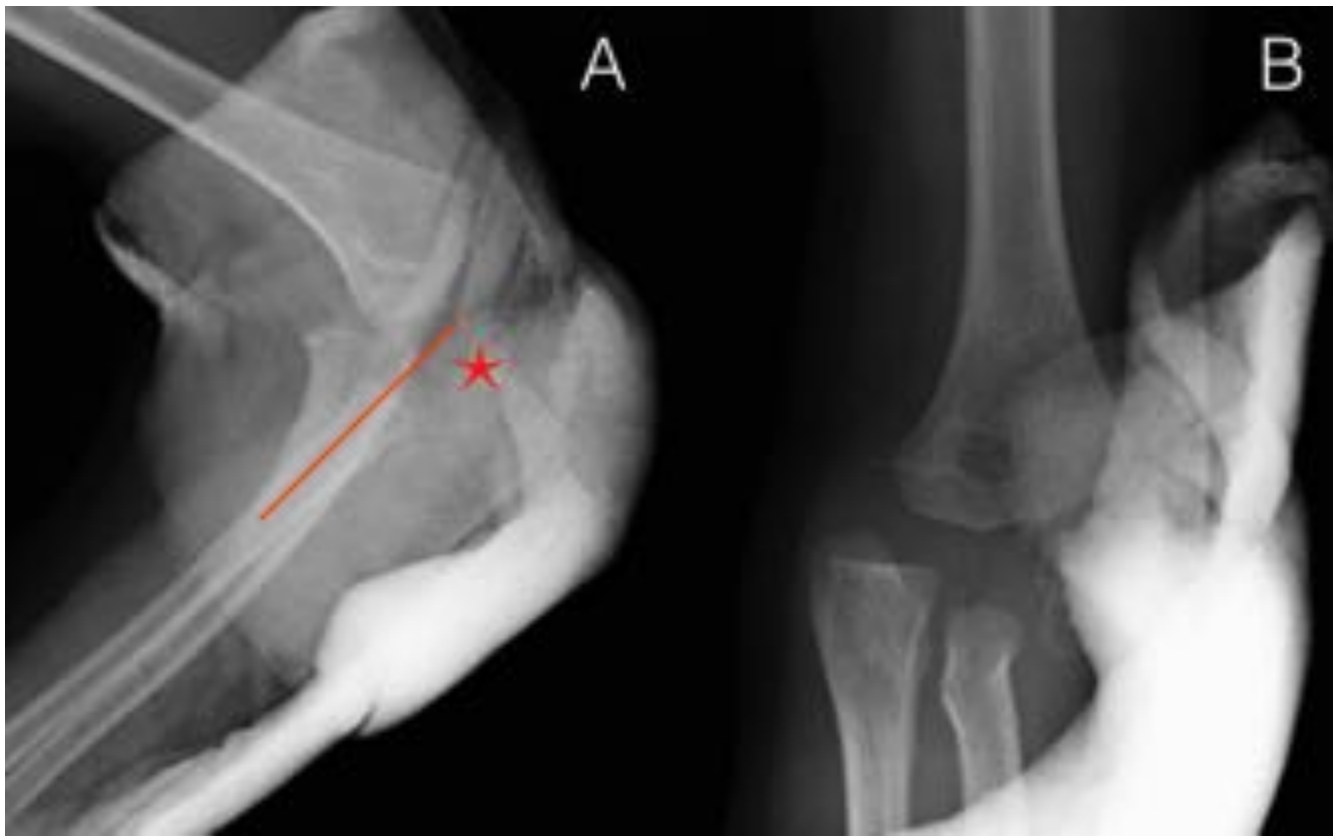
Luxación de codo: Radiografías Lateral y AP del codo: A. Luxación del cúbito y del radio con alteración de la línea radiocapitelar que no atraviesa al capitellum (estrella). B. El capitellum se encuentra oculto en la escayola.
